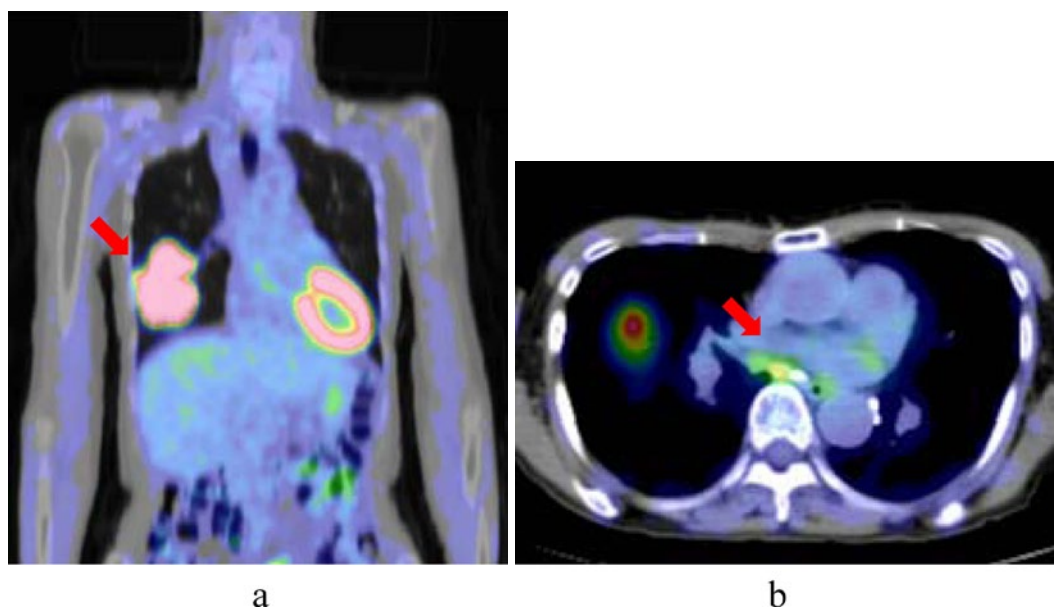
(a, b) PET-CT indicated an abnormal amount of FDG accumulation in the mass [maximum standardized uptake value (SUVmax): 12.9], #7 lymph nodes (SUVmax: 3.7), and #11r lymph nodes (SUVmax: 2.6).
